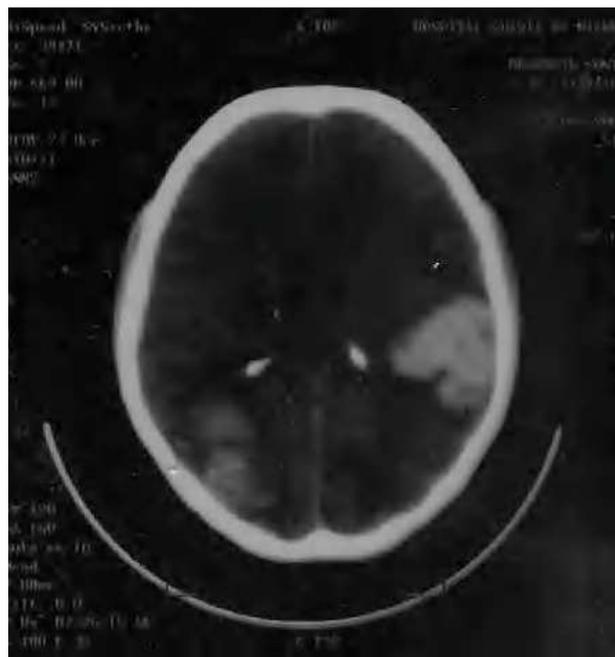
Tomografía computarizada cerebral con hematomas en los lóbulos parietal y occipital.
